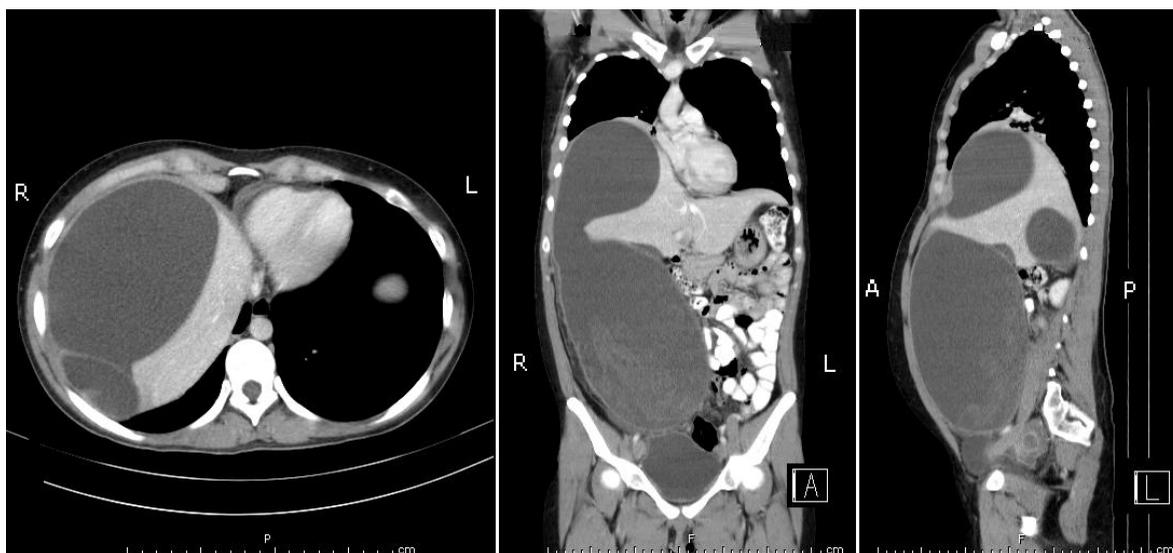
TAC tórax abdomen y pelvis con contraste, 2 meses previos a la cirugía. Voluminosa formación quística de aprox. 12 x 25cm que ocupa el hemiabdomen derecho, en íntima relación de continuidad con el anexo parauterino derecho. Se prolonga hacia cefálico comprimiendo al lóbulo hepático derecho y se introduce aparentemente en forma subcapsular, creando 3 espacios líquidos que reemplazan el parénquima hepático.
